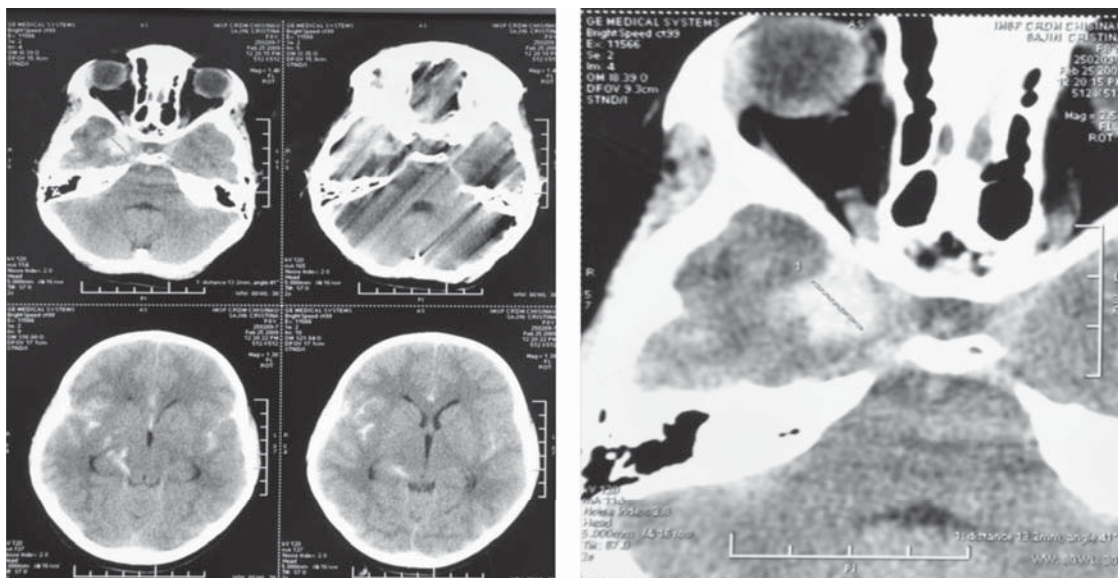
CT cerebral: hematom intracerebral în emisfera dreaptă, fosa medie, hemoragie subarahnoidiană, edem cerebral.
